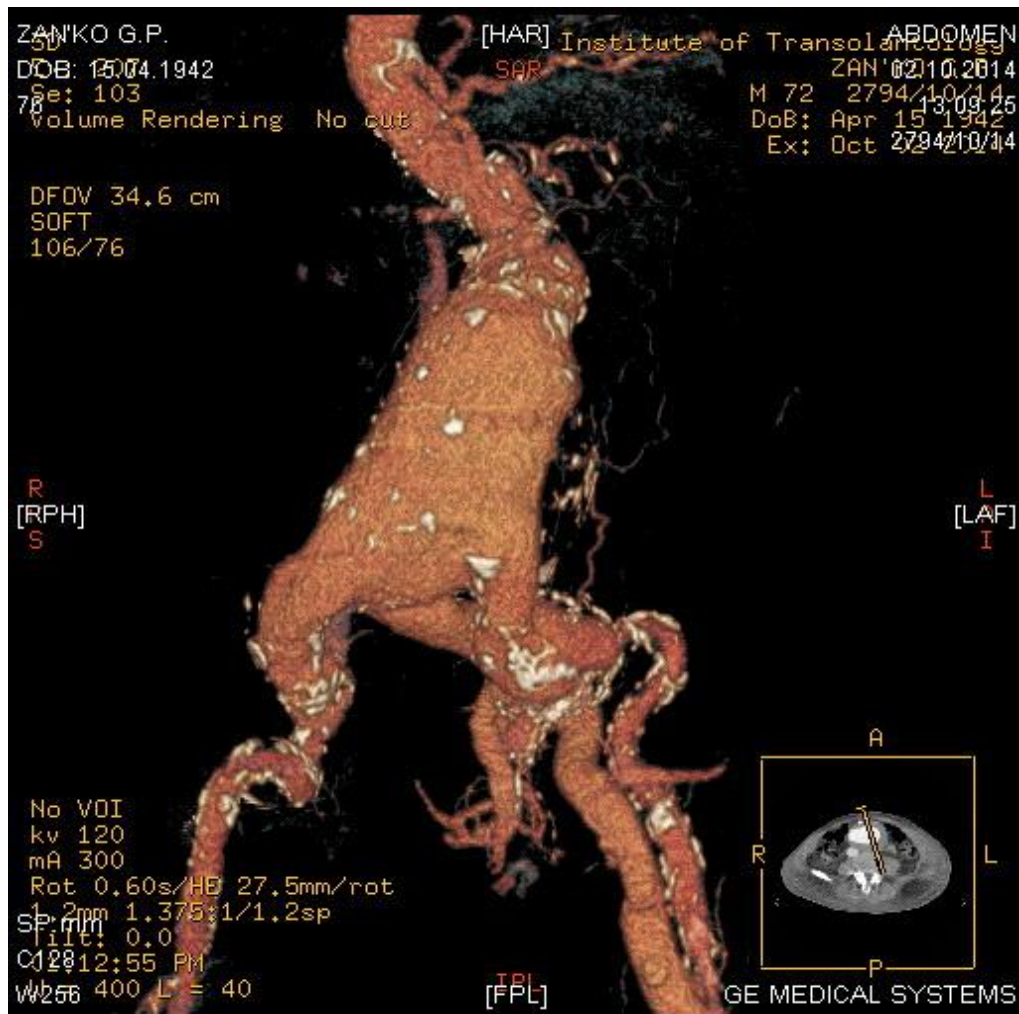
СКТ анеризми черевної частини аорти.
